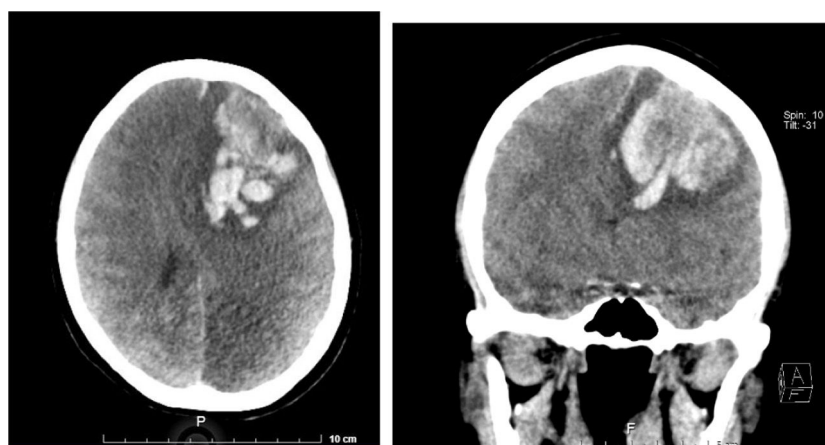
Cortes de tomografía axial computarizada simple de cráneo trasversal y coronal que demuestra hematoma frontal, hernia subfascial y edema vasogénico severo.
